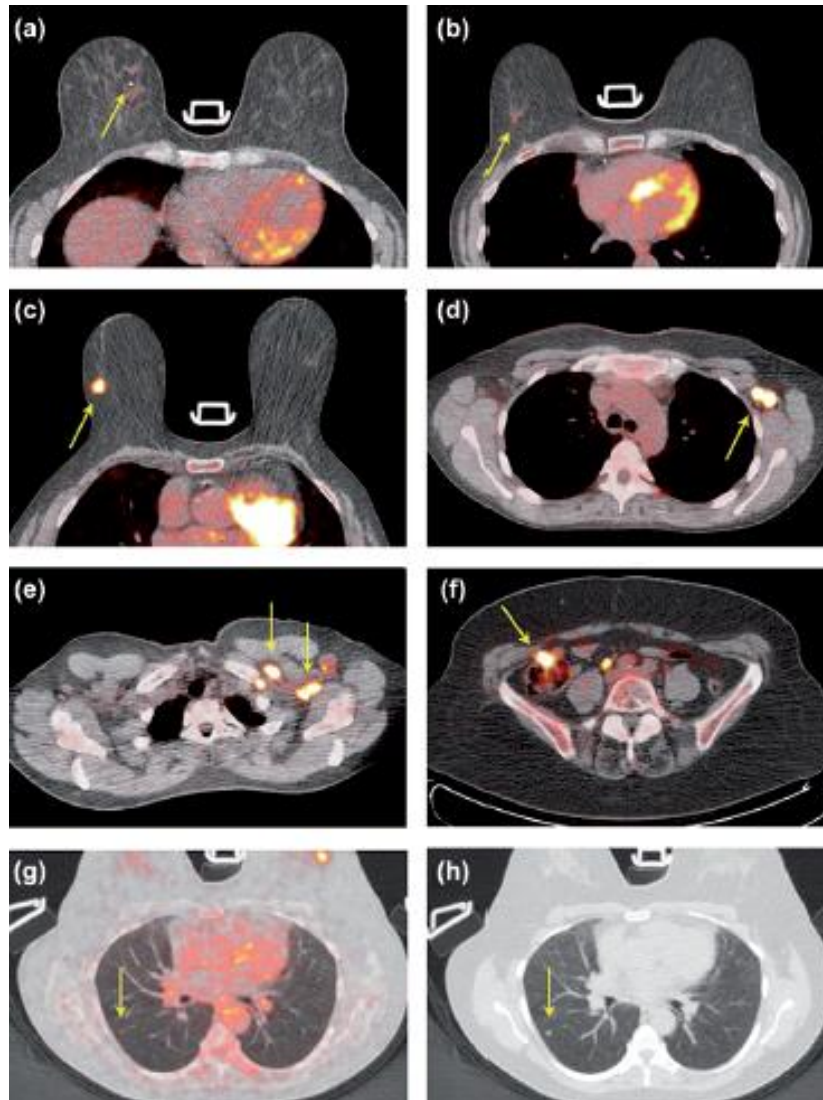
Imágenes PET/TC de diferentes pacientes con CM T1 que muestran ausencia de avidéz por FDG a), captación cuestionable en b), intensa avidéz por FDG en c), intensa avidéz en ganglios axilares y periclaviculares en d) y e), captación en colon ascendente f), y metástasis pulmonares con avidéz por FDG g) y h). Fuente: bas b. koolen, femke van der leij, wouter v. vogel, emiel j. th. rutgers, marie-jeanne t. f. d. vrancken peeters, paula h. m. elkhuisen, renato a. valdés olmos . Accuracy of 18F-FDG PET/CT for primary tumor visualization and staging in T1 breast cancer. Acta Oncologica, 2014; 53: 50–57
